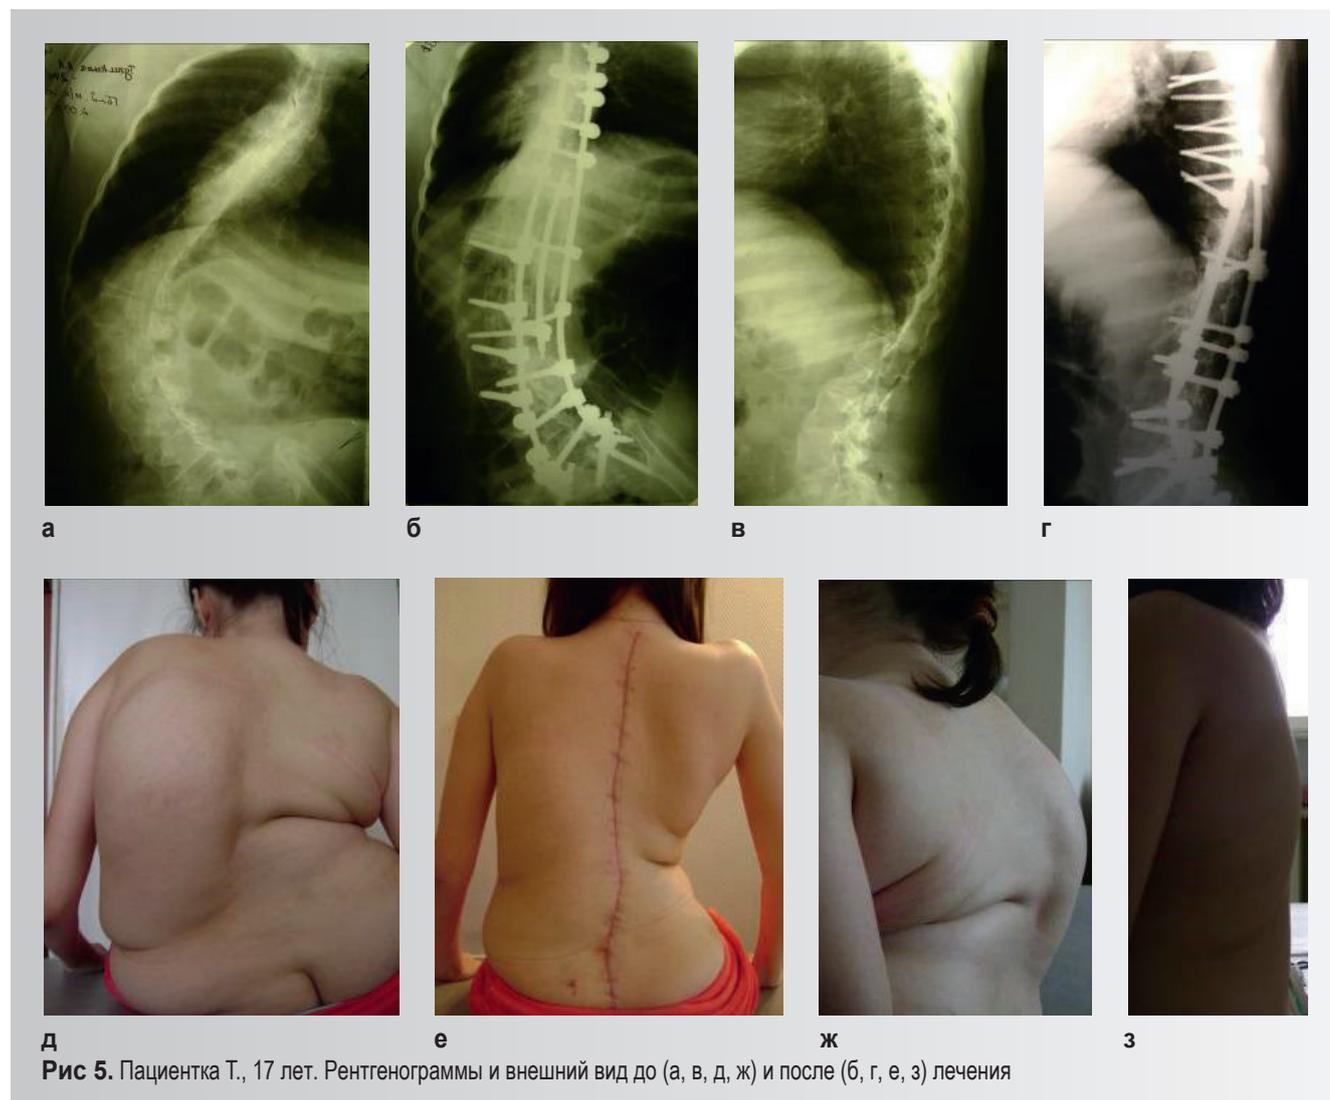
Пациентка Т., 17 лет. Рентгенограммы и внешний вид до (а, в, д, ж) и после (б, г, е, з) лечения
